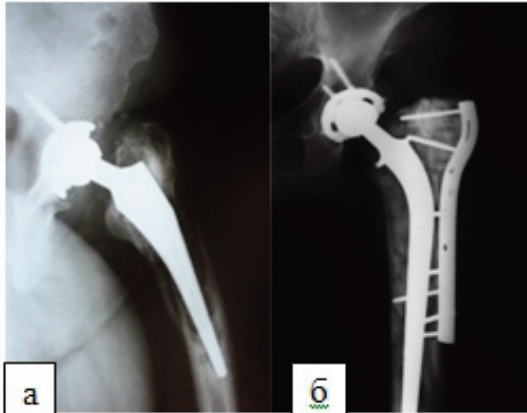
Фотокопія рентгенограм хворої Ол-к М.М. 60 років, іст. хв №10320. На нашу думку „лапчаті“ пластини і накісні пластини, що фіксовані до проксимального фрагменту діяфіза стегнової кістки дротом, не можуть забезпечити стабільний остеосинтез, особливо у пацієнтів з остеопорозом, складнощі зустрічає також використання LCP – пластин. При цьому позитивно себе зарекомендував запропонований нами металоцементний остеосинтез, коли фрагменти стегнової кістки фіксують DCP, або „лапчатими“ пластинами з кортикальними гвинтами 4,5 мм. Цемент, введений в канали „під гвинти“, створює моноліт з цементною масою яка оточує ніжку протеза, та стабільно фіксує гвинти до фрагментів стегнової кістки. Дана методика виправдана і тим, що у пацієнтів після ендопротезування кульшового суглоба остеопороз стегнової кістки прогресує.
